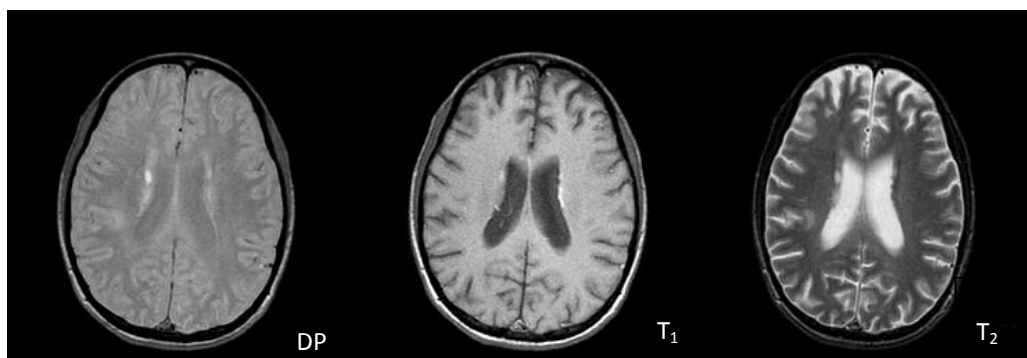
Imagens de RM ponderadas em densidade protónica (DP), T_1 e T_2 [6].
